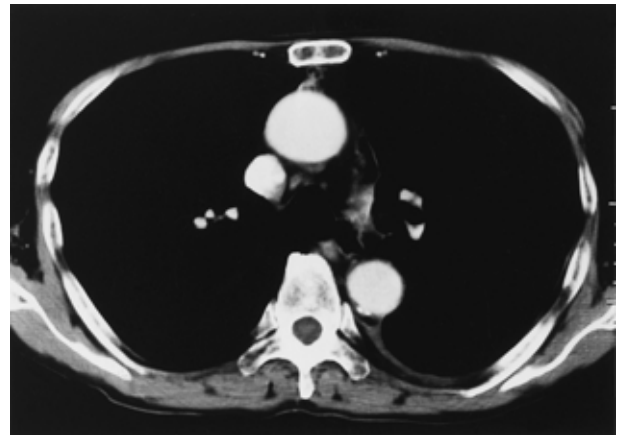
Chest CT films before and after chemotherapy. Tumor was completely eradicated, by four courses of chemotherapy.
